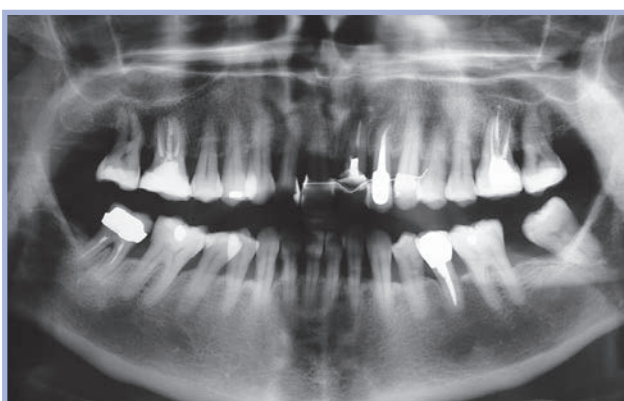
Ortopantomografia iniziale
